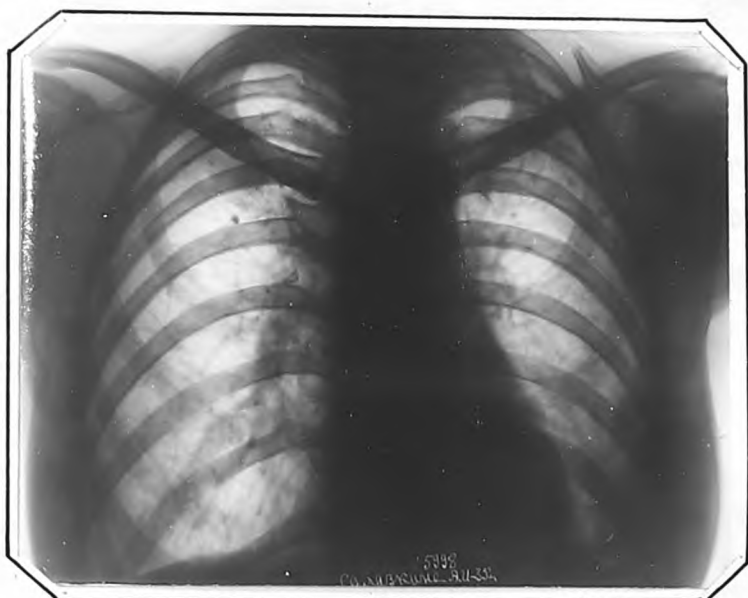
Рентгенограмма т.С, 35 лет, от 21.1V.1961 г.
